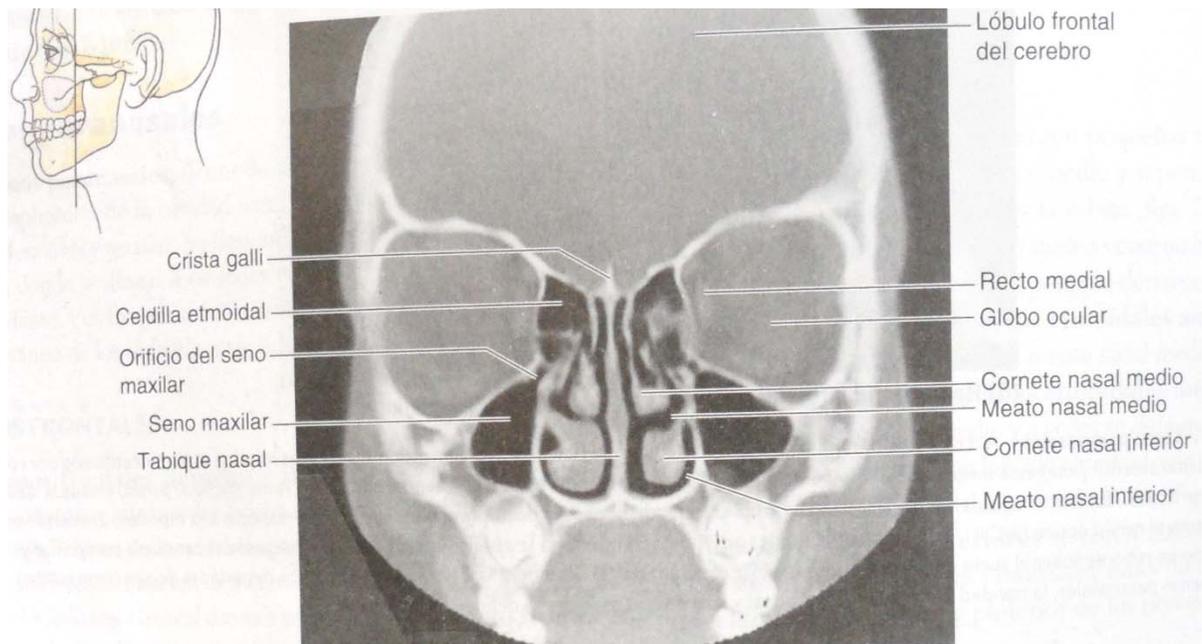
La TC muestra cavidades llenas de aire, de la vista posterior anterior a la cabeza. ²⁰
